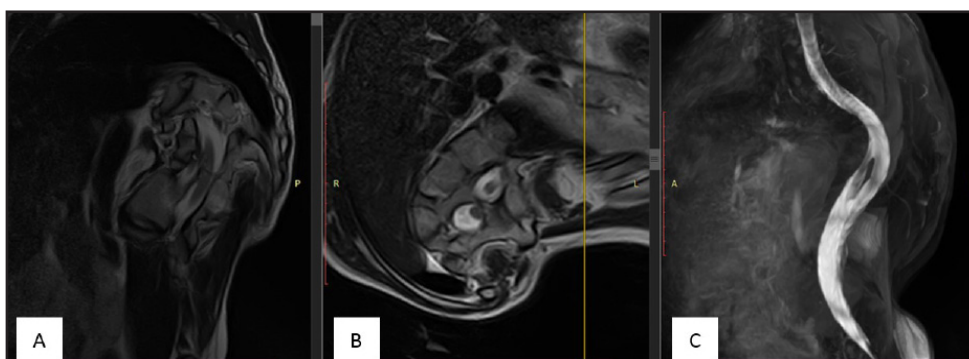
MRI in 3 projections A - sagittal, B - axial, C - frontal
